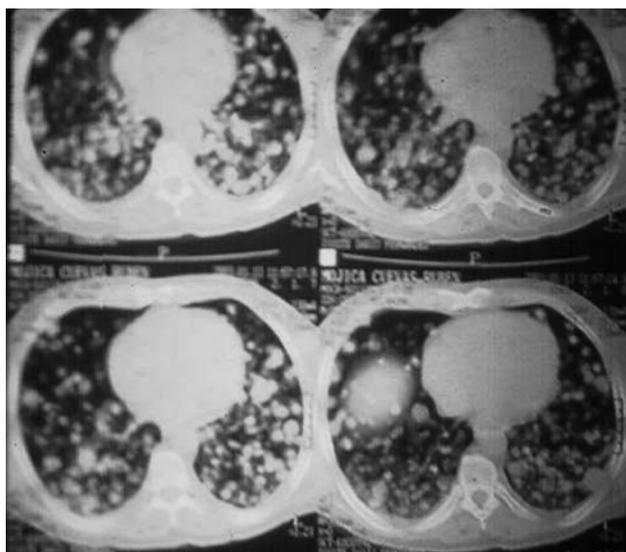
TAC pulmonar con imágenes nodulares múltiples por metástasis.
